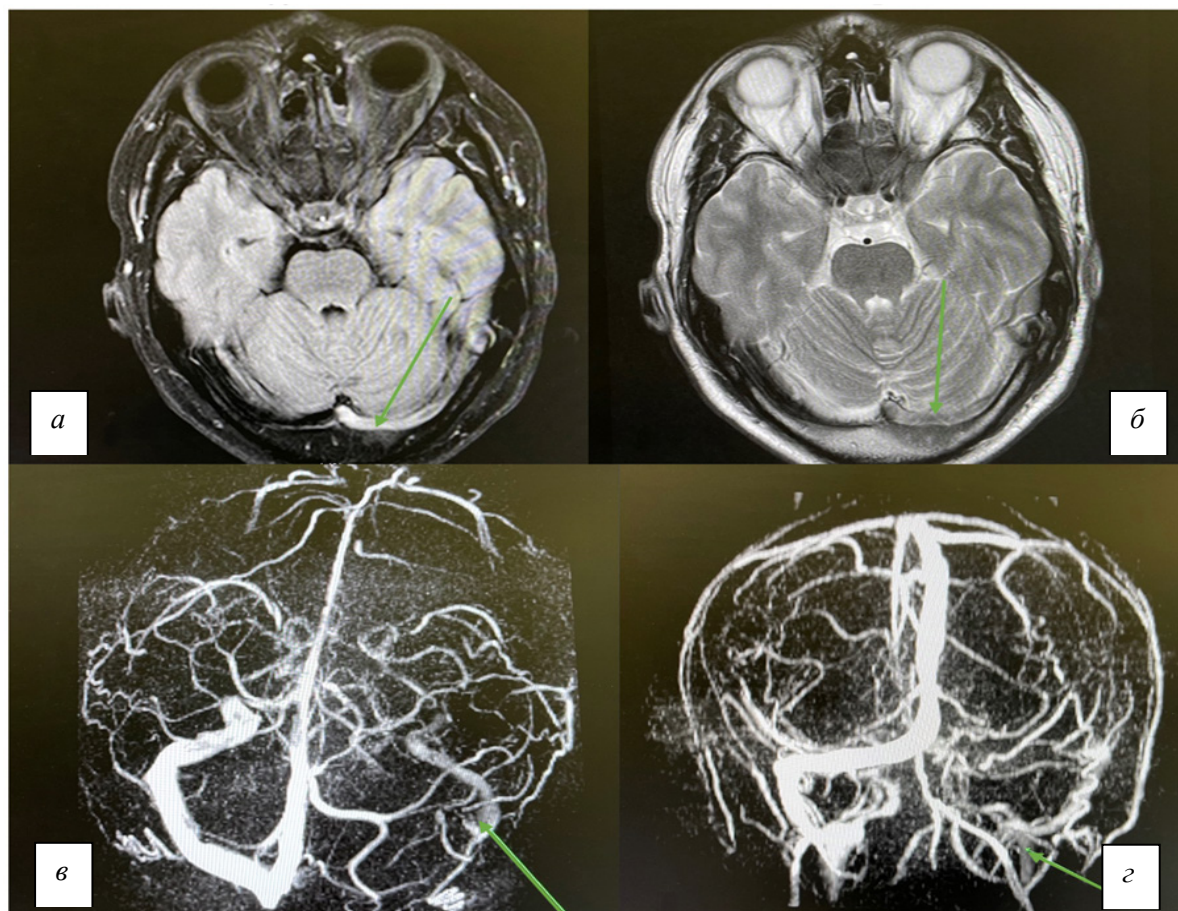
Магнитно-резонансная томография головного мозга и МР-веносинусография: на нативном T2-взвешенном изображении отмечается гиперинтенсивный сигнал от левого поперечного синуса (а).
